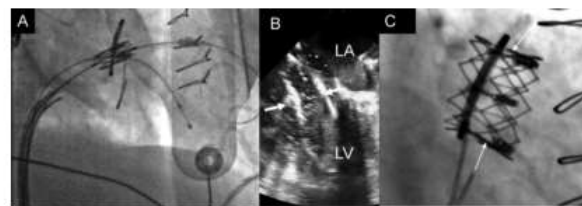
A, Positioning of the Edwards Sapien XT transcatheter heart valve within the mitral ring through the transseptal route. B, Transesophageal echocardiographic imaging of the deployment of the prosthesis by balloon inflation within the ring. Arrows indicate the balloon. C, After implantation. The prosthesis is implanted with the skirt covering the surface of the ring to reduce the risk of periprosthetic leak. Arrows indicate the limit between the skirt and the noncovered part of the prosthesis. LA indicates left atrium; LV, left ventricle.
